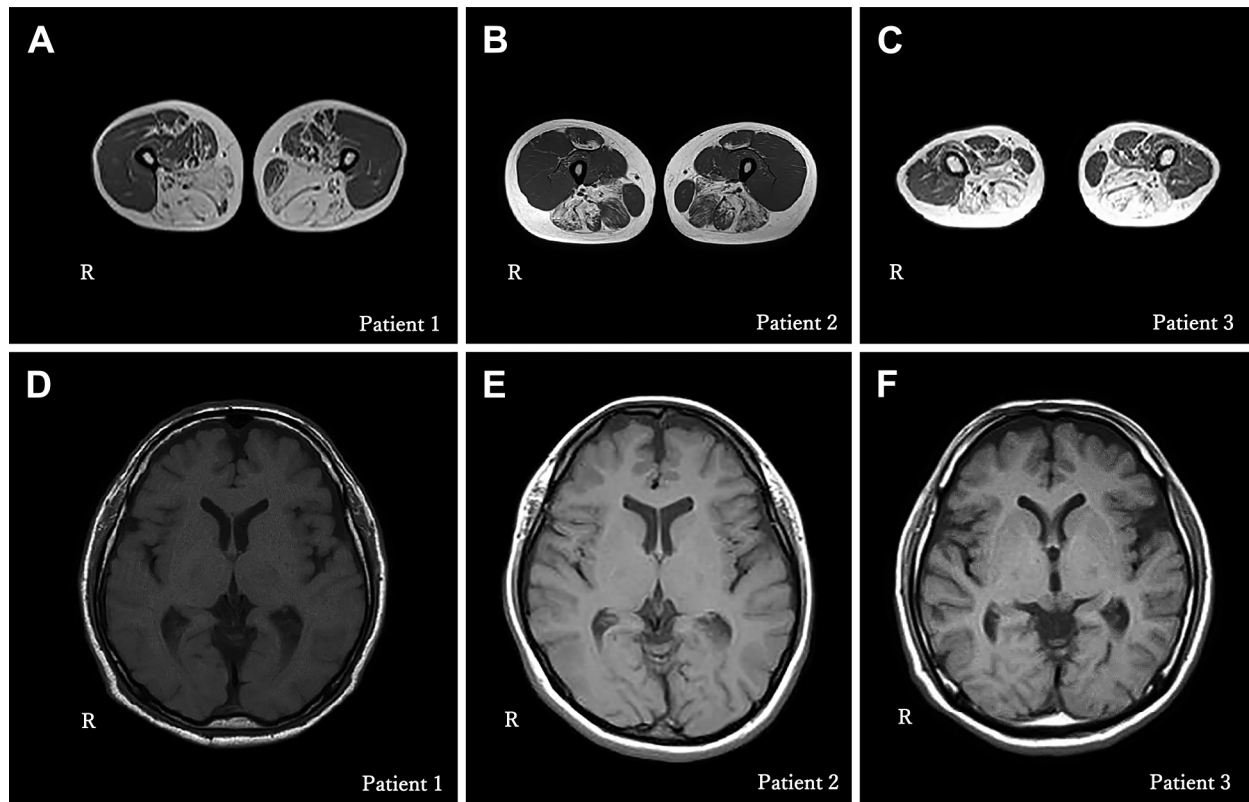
Muscle and brain MR images in three patients.
